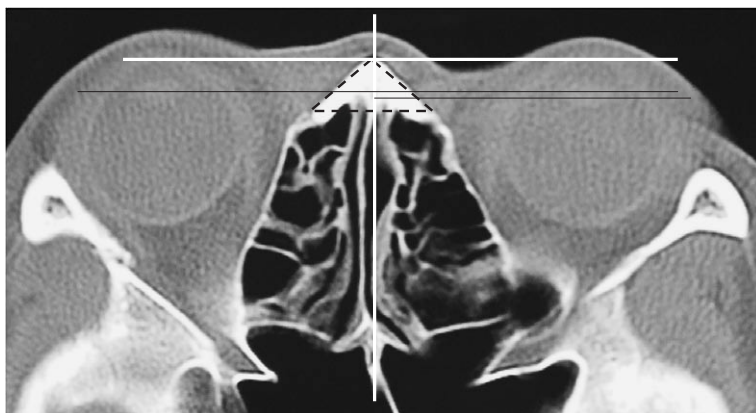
CT image and datum lines used for measurements
